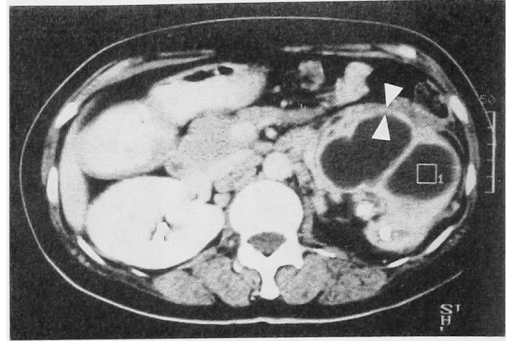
Enhanced CT scan demonstrates left enlarged kidney with calcification and multiple hypodense areas. Surrounding rims of tissue were greatly enhanced (arrow)
